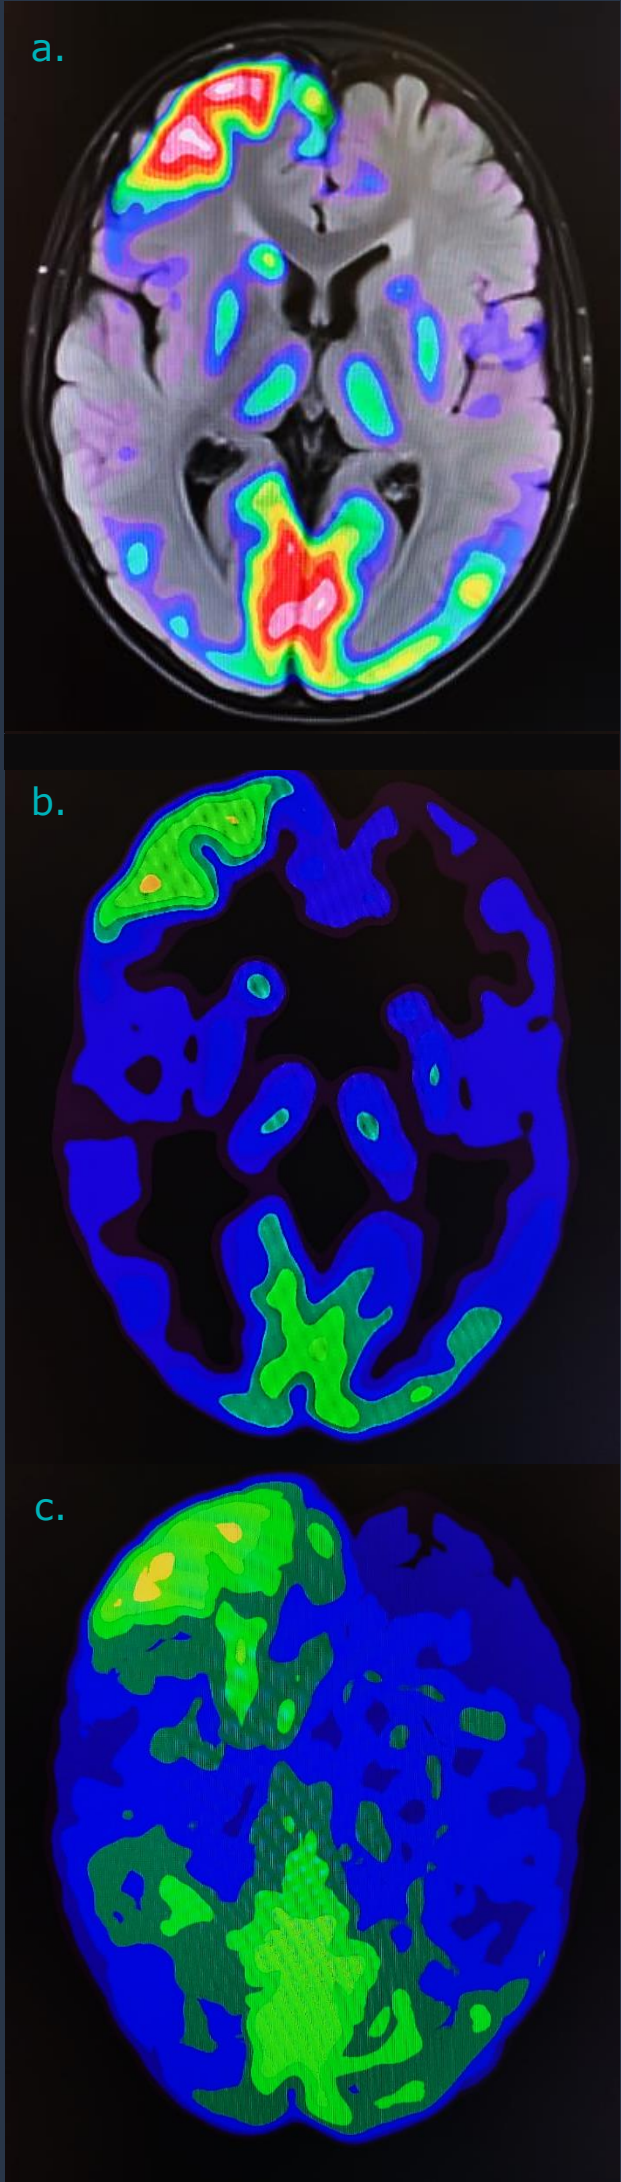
PET ICTAL. a) Fusión de PET y RM. b) Fase ictal con hipermetabolismo frontal derecho c) Diasquisis cerebelosa.
